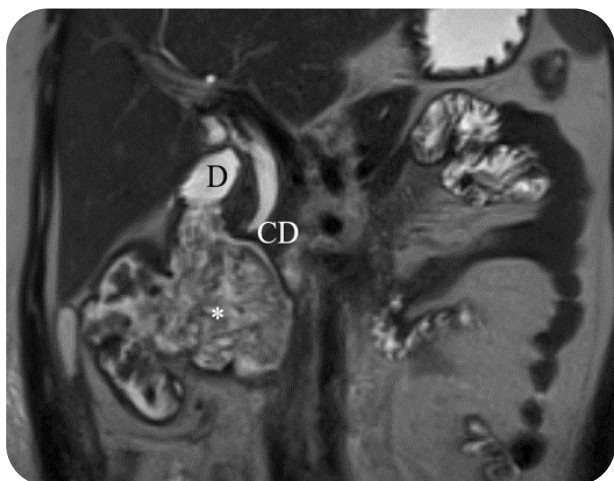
RMN: CD: Colédoco Distal, D: Duodeno, *: Lesión en Angulo hepático del colon
